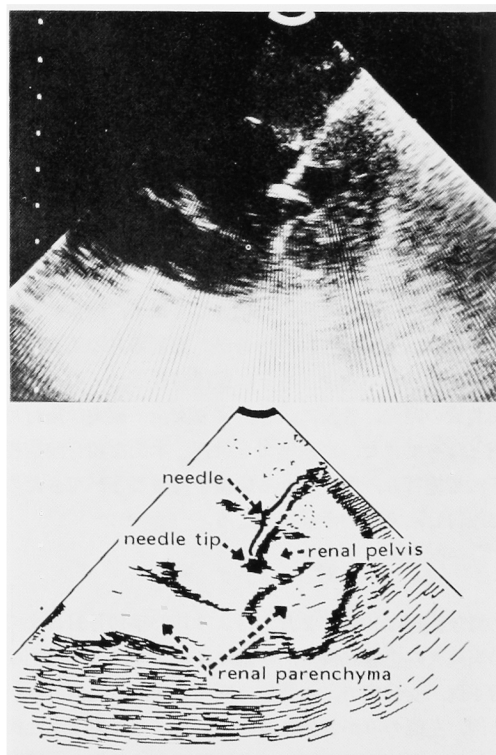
Ultrasonogram and its traced figure showing echoes from the needle inserted under ultrasonographic guidance
